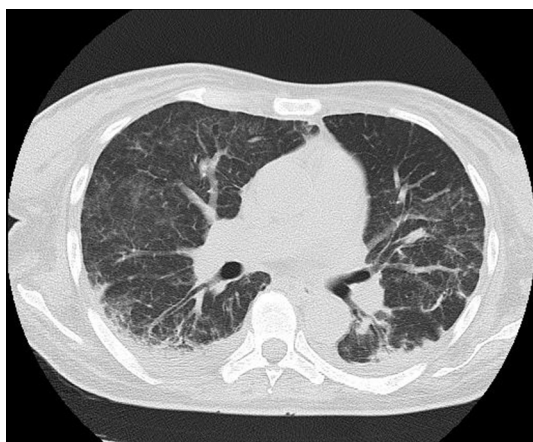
Компьютерная томография больной С. от 01.10.15. Отмечается уменьшение размеров и снижение плотности инфильтративных изменений в обоих легких.
